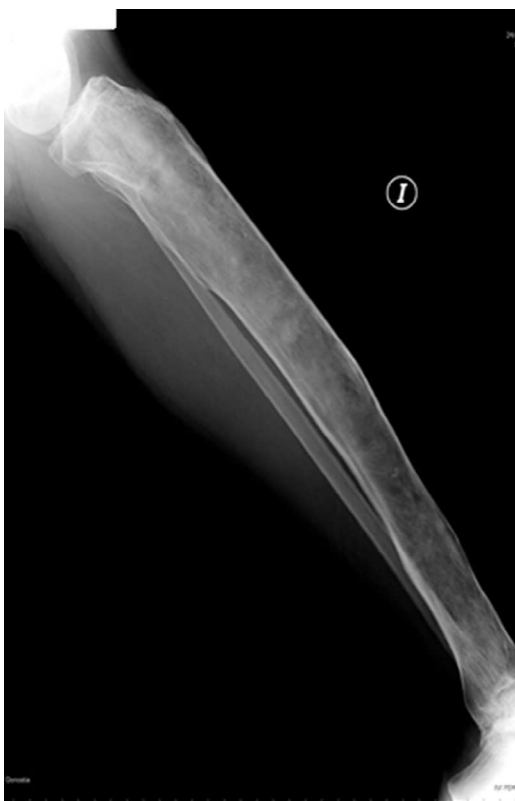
Radiografía lateral de tibia izquierda incurvada con cortical adelgazada.
